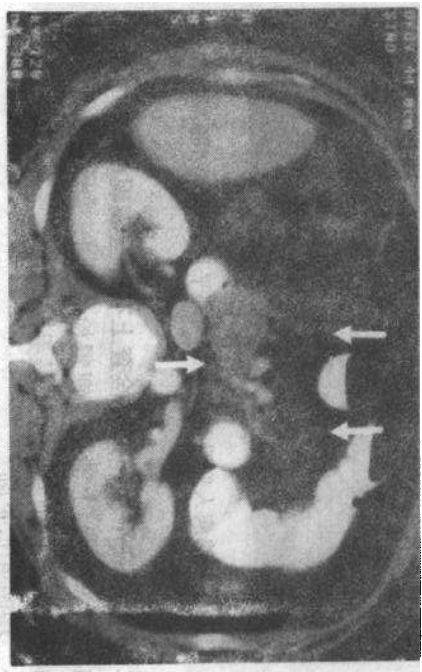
胰腺炎。CT显示肿大的胰头周围有轻微的炎症(箭示)
